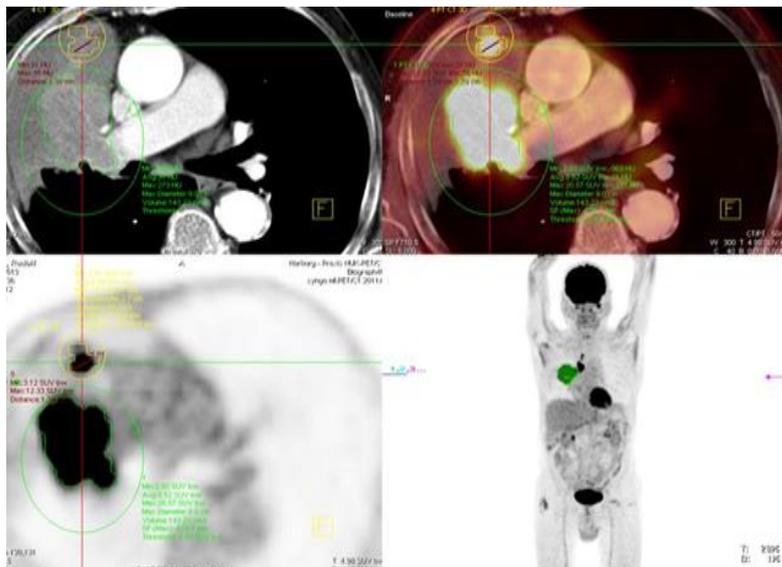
PET/CT zur Bestrahlungsplanung mit der Frage nach Tumor und/ oder Atelektase
